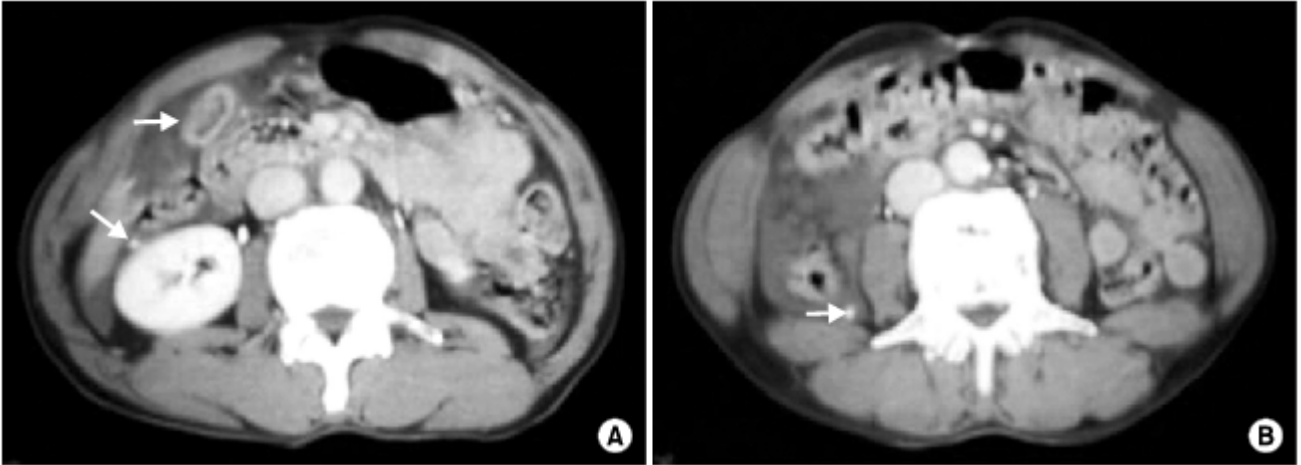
Abdominal computed tomography shows collapsed gallbladder with pericholecystic fluid collection, high density intraluminal hemorrhage, relatively low density gallbladder wall indicating perforation site (arrow) and perirenal hyperdense nodule (arrowhead) (A) and fluid collection and hyperdense nodule (arrow) in the Rt. paracolic gutter (B).
